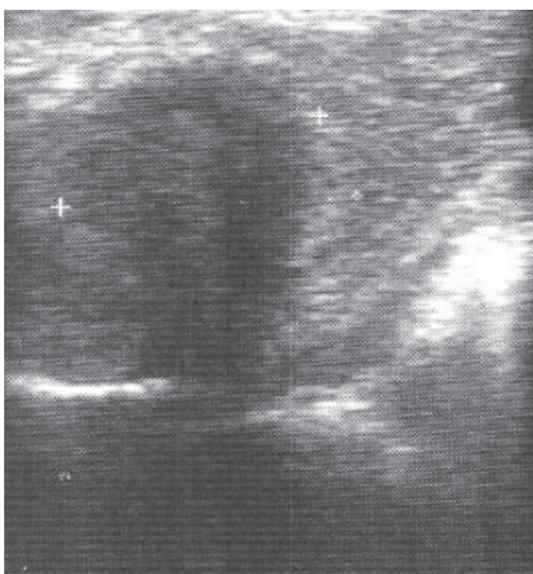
Интраоперационное УЗИ: псевдотуморозный панкреатит – в проекции головки определяется округлое гипоэхогенное образование с четкими контурами
